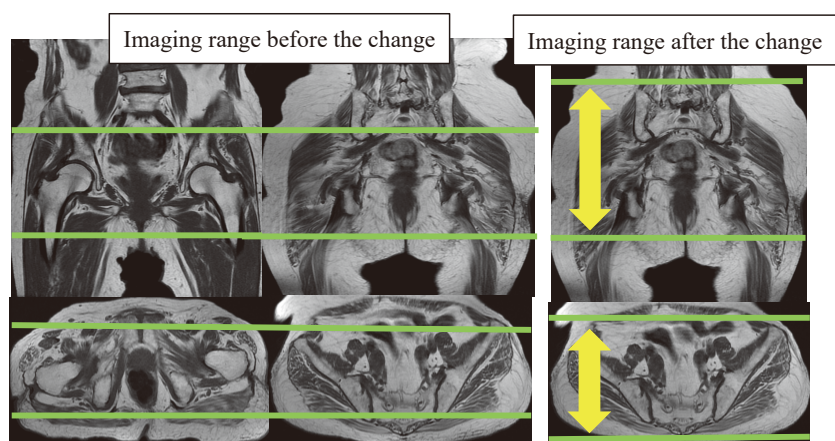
Imaging range of the modified hip joint MRI has been changed
